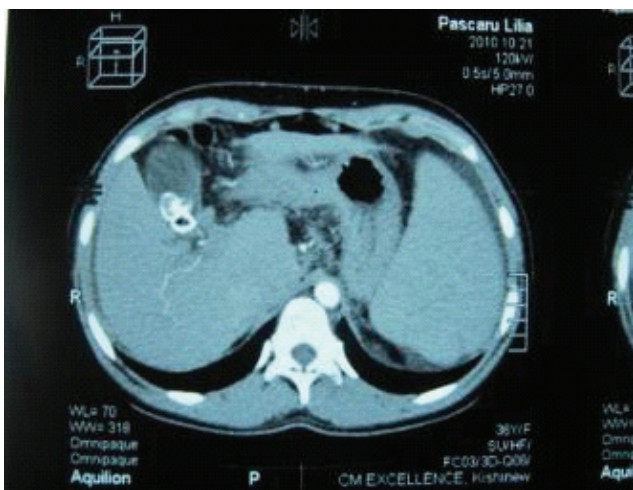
CT- imagine: colaterale porto-cave decompressive
